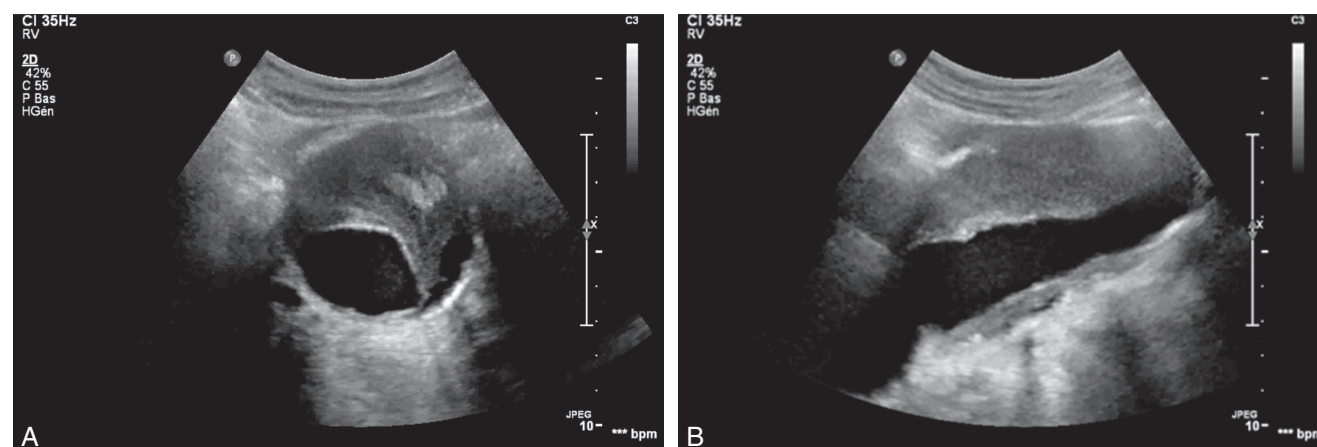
Vue échographique d'un anévrisme de l'aorte abdominale. A. En coupe transversale. B. En coupe sagittale.
